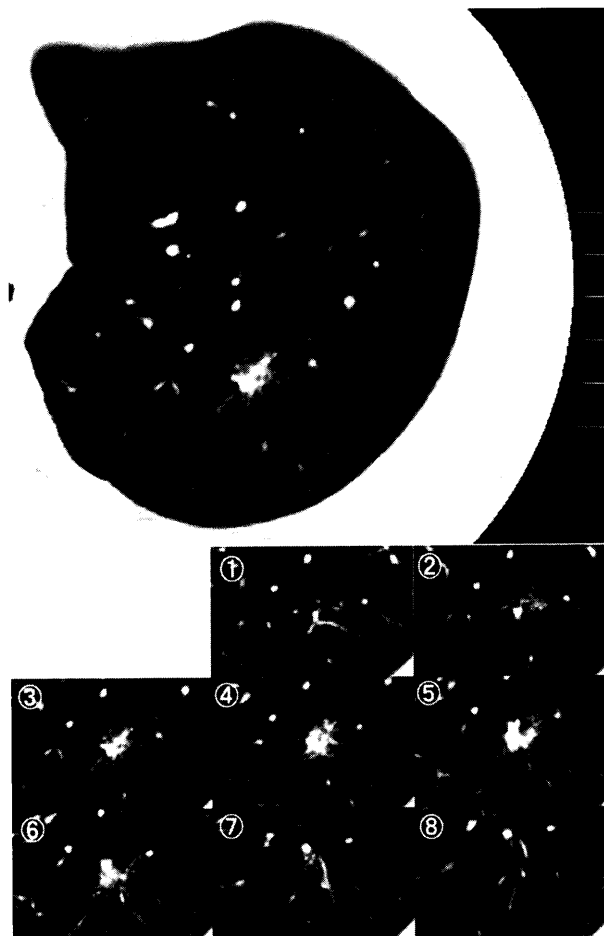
Chest CT in case 2 demonstrated a small nodule 15mm in diameter accompanied by spicula and ground-glass opacity at left S¹⁺². We suspected adenocarcinoma. The numbering of thin slice CT is from the cranial side to the caudal side.
